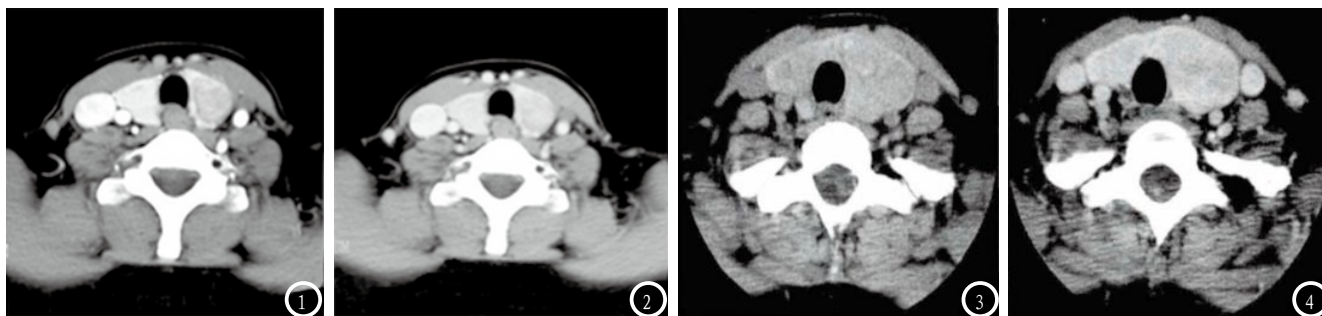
2为同一患者，女，52岁，证实为甲状腺右叶乳头状癌，图1为动脉期图像，显示瘤体周边不完整晕环征，图2为静脉期图像，晕环不清。图3-4为同一患者，女，55岁，证实为弥漫性甲状腺肿大，图3为CT平扫图像，多发低密度影，边界模糊；图4为静脉期图像，显示结节明显强化。
